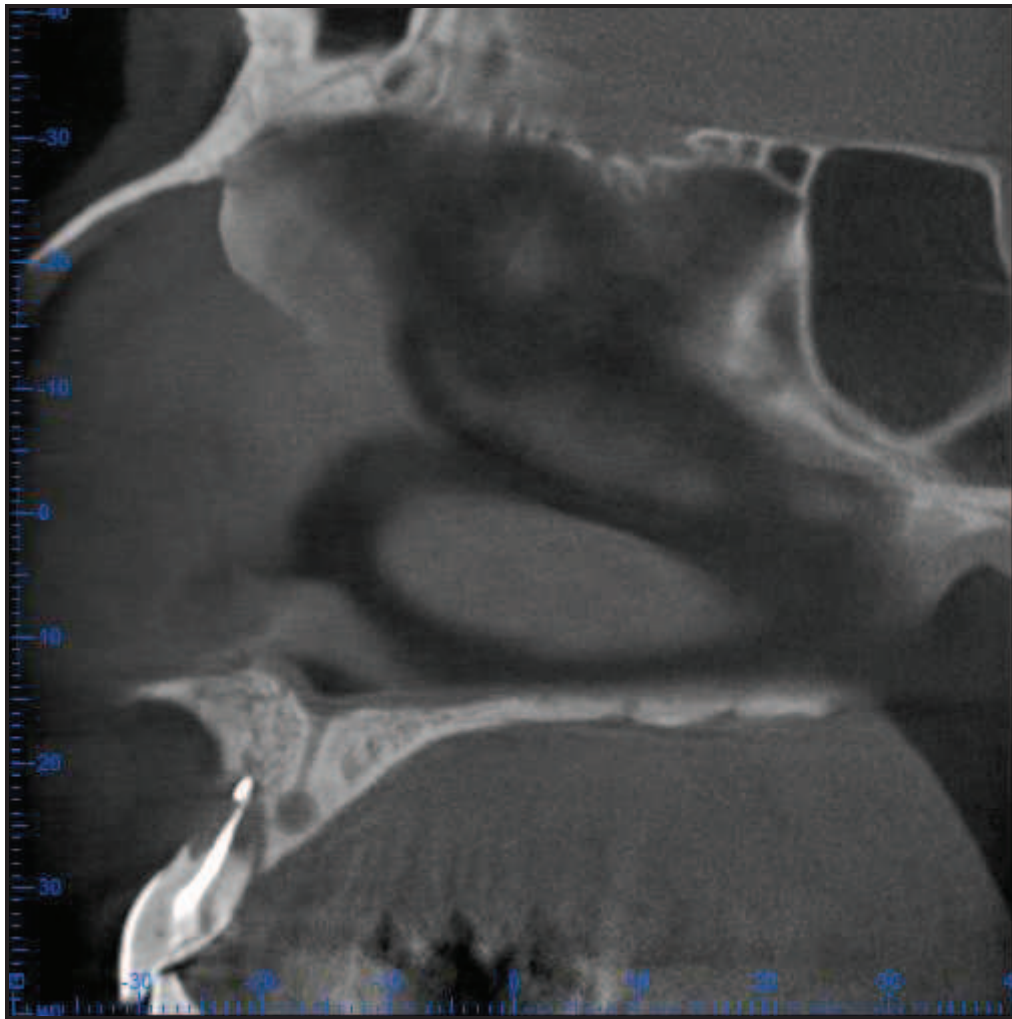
coupe tomographique (3D Accutomo®) et résorption radiculaire apicale avancée sur 11 associée à une mobilité.
